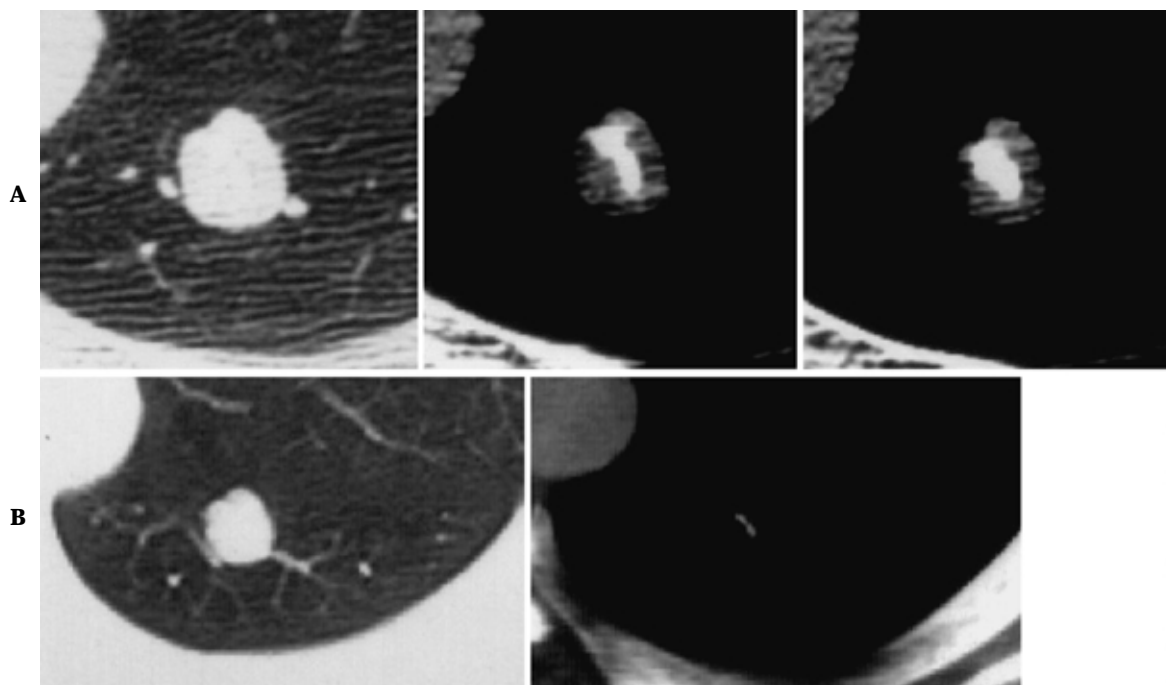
Partial volume effect. Calcification at the center of the lobulated nodule, which is shown on thin-section CT images with a 2 mm slice-thickness (A) is not confirmed on the CT image with 10 mm slice-thickness (B) due to the partial volume effect.
